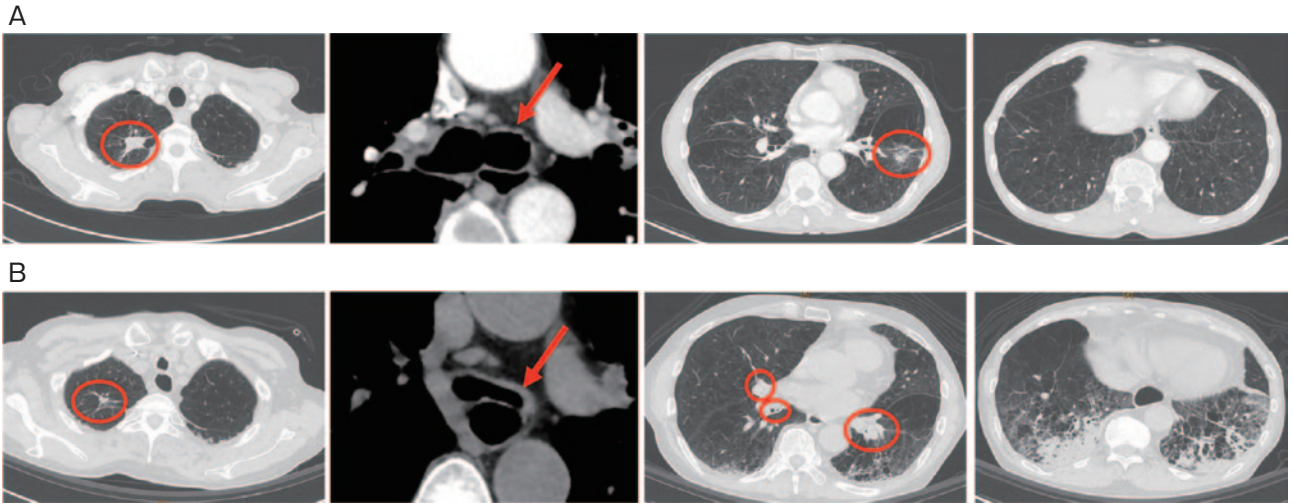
胸部単純CT. (A) 20XX+1年1月20日 (初診時). 右上葉と左下葉に浸潤影を認めた (丸印). 左上区域支は狭小化していた (矢印). 全肺野に気腫像を認めた. (B) 20XX+1年12月12日 (増悪時). 主気管支, 両側底幹に高度狭窄を認め, 両側下葉は閉塞性肺炎を発症していた (丸印). 一方で右上葉の陰影は縮小しており, 左上区域支の狭小化は改善していた (矢印).
